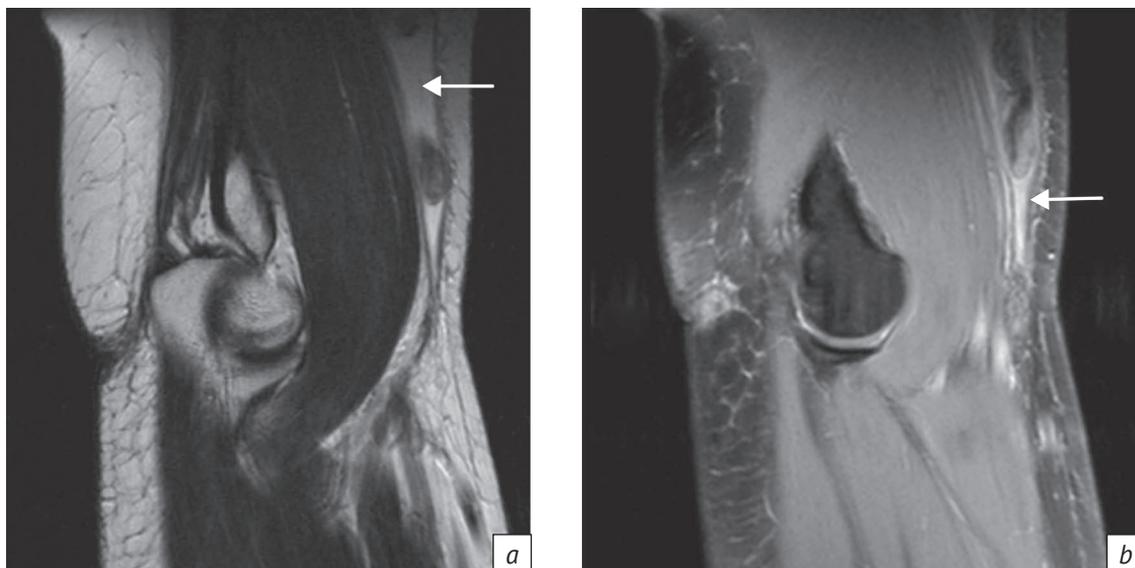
МРТ локтевого сустава в режимах T2 и T2 FS. Наличие выпота по ходу сухожилия:
